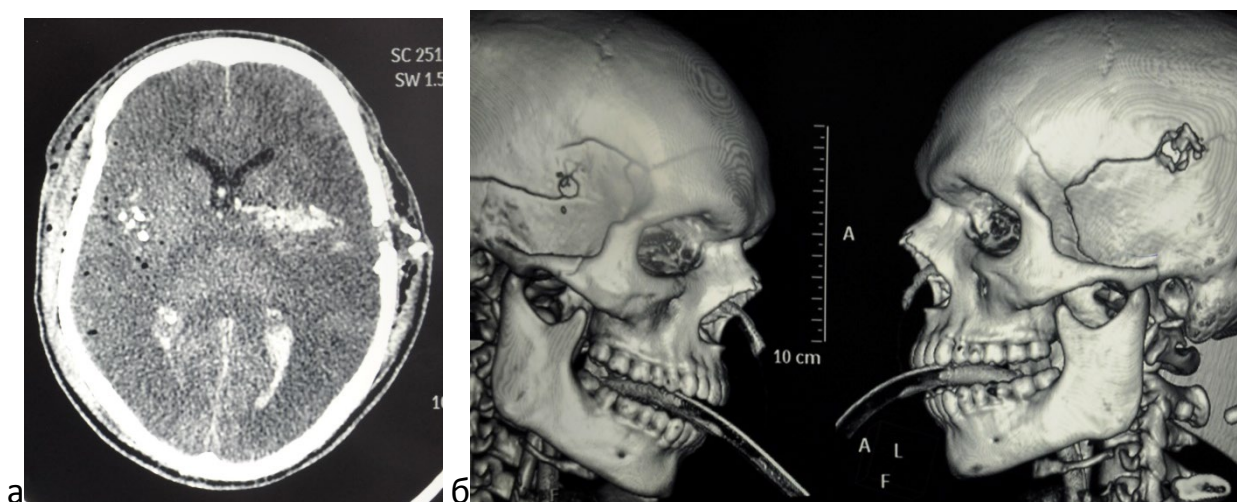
Данные компьютерной томографии головы потерпевшего: а) срез через область раневого канала, локализация осколков в головном мозге; б) трехмерная реконструкция черепа с входным (слева) и выходным переломами (справа).
